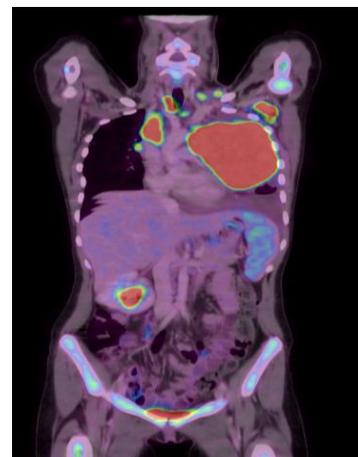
TEP-TDM au diagnostic
